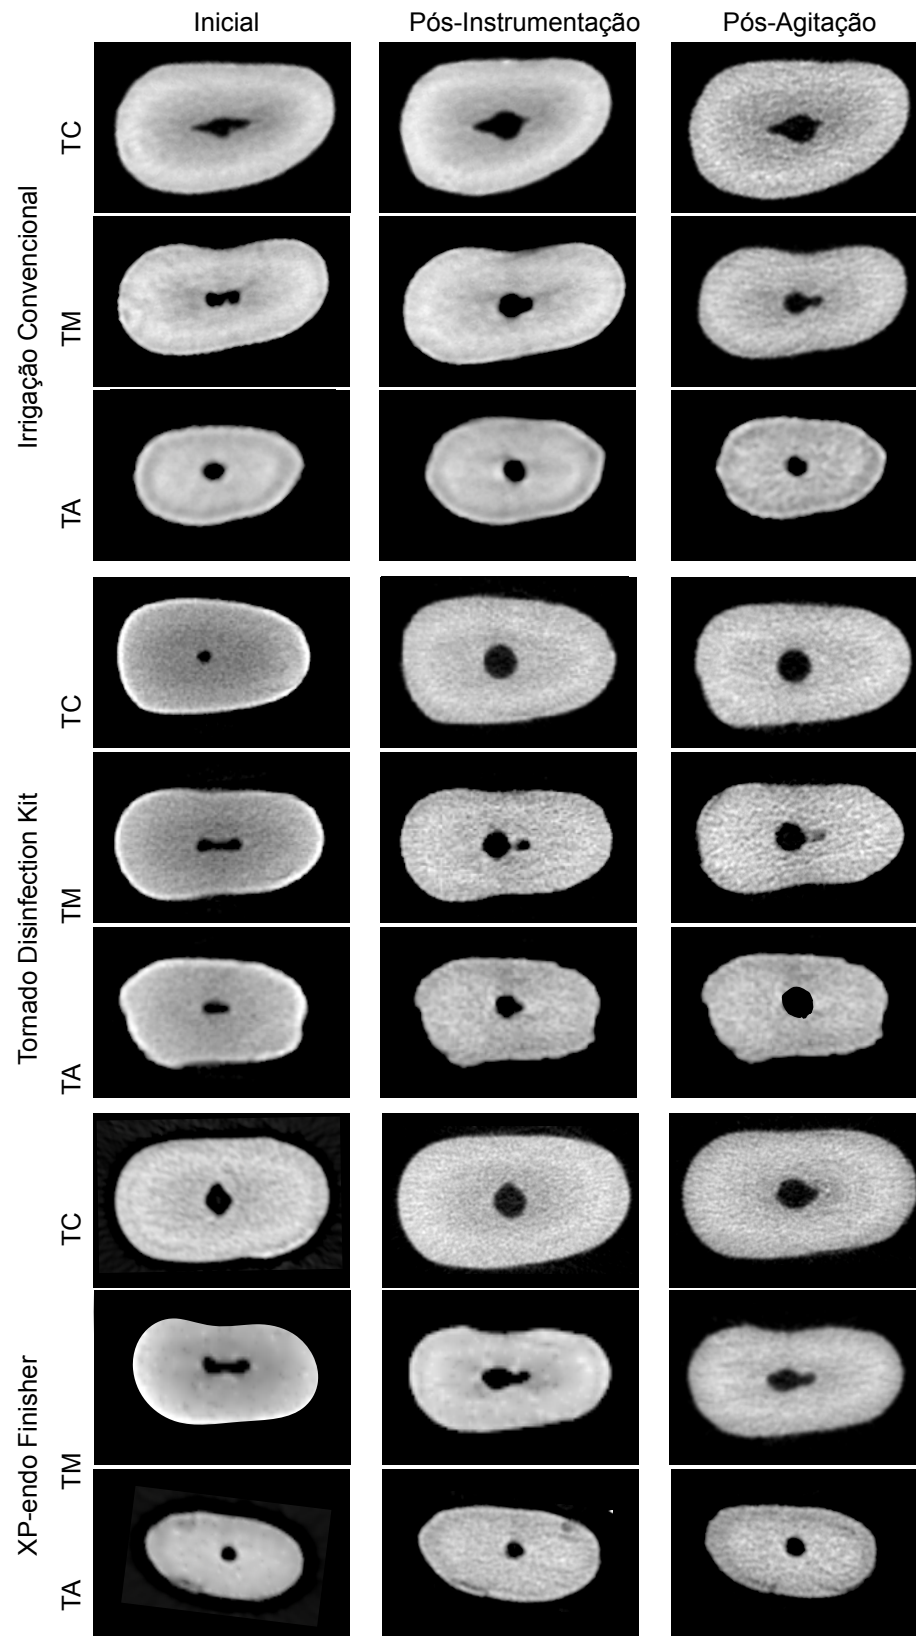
Imagens representativas de cortes transversais de escaneamentos de micro-CT demonstrando o aumento de volume dos terços apical (TA), médio (TM) e cervical (TC) dos grupos irrigação convencional, Tornado Disinfection Kit e XP-Endo Finisher em três períodos diferentes: inicial, após instrumentação com Pro-Design Logic 2 e após agitação da solução irrigadora.
